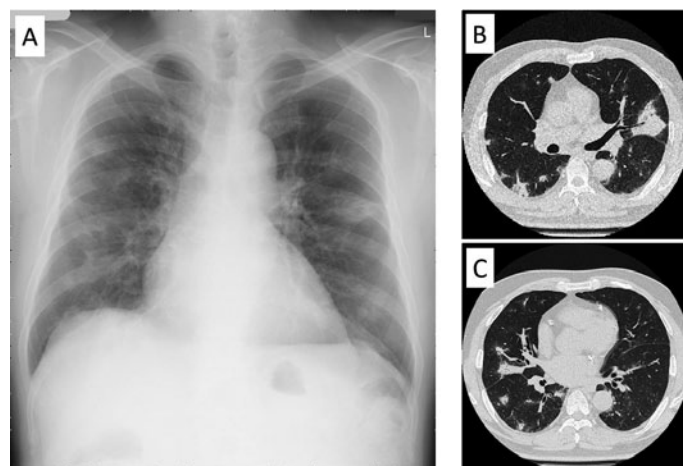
画像所見。(A) 入院時胸部単純X線写真。両肺に多発する斑状の浸潤影を認めた。(B, C) 入院時胸部単純CT。両肺に多発する浸潤影、結節影を認めた。
